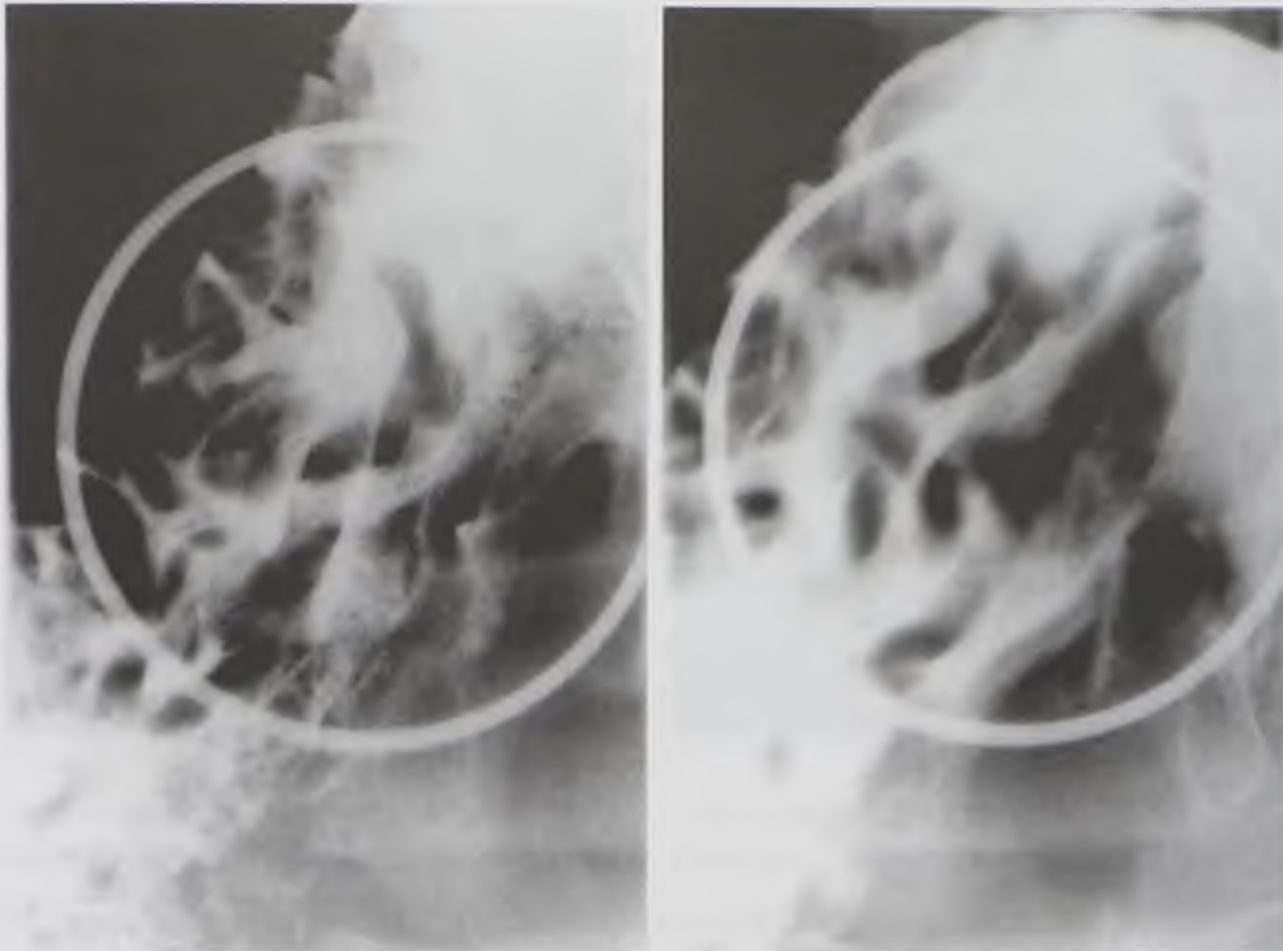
Прицельные рентгенограммы желудка — хронический полипоподобный гастрит: бородавчатые возвышения на слизистой оболочке, «анастомозирование» складок слизистой оболочки
